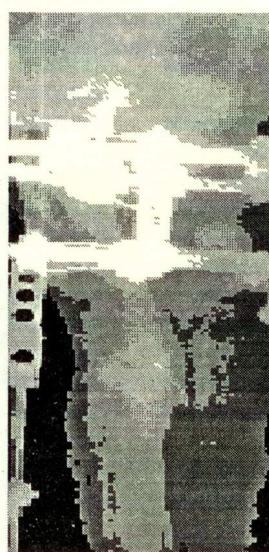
Рентгенограммы правого бедра больного 3. во время фиксации.
